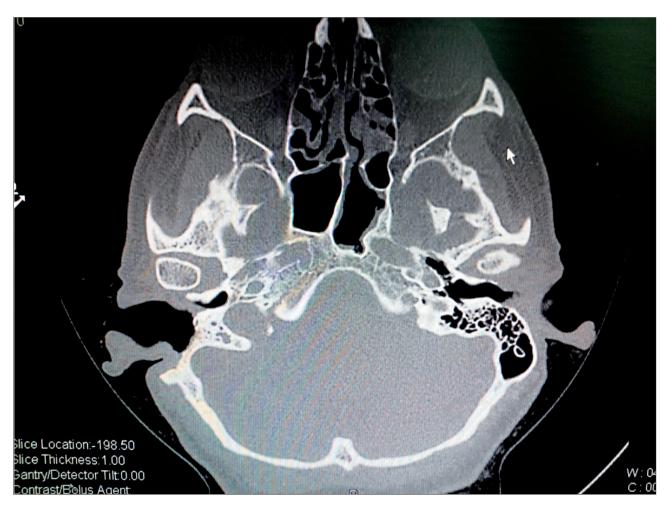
TAC de oído que reporta ocupación por partes blandas de la cavidad mastoidea derecha.
